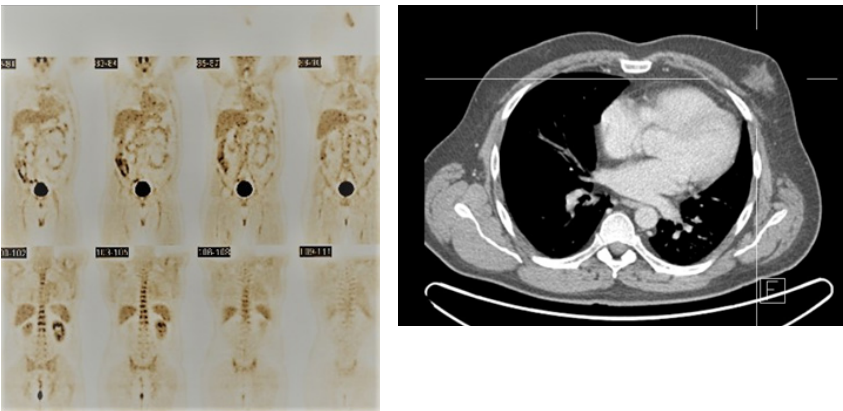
vstupní CT, prokazující lymfadenopatii báze krku / nadklíčku vlevo, mediastina a levé axily
